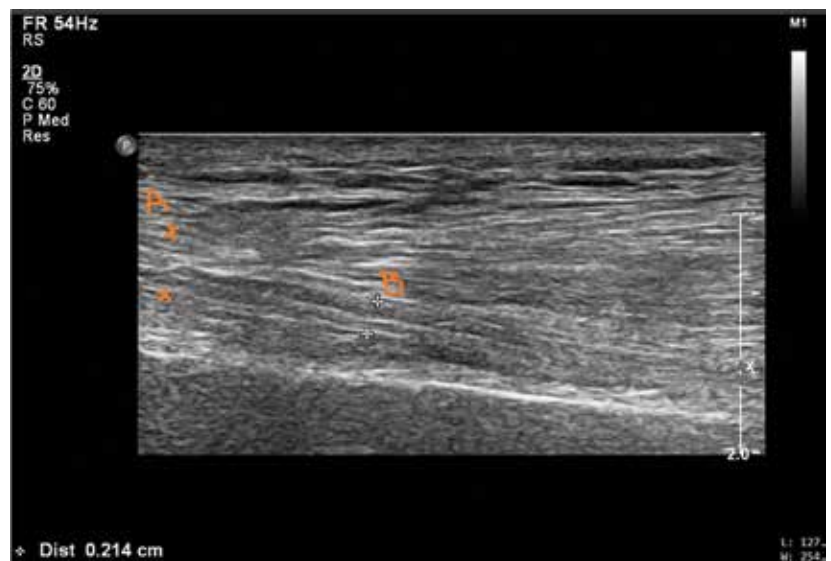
Малоберцовый нерв на уровне фибулярного канала (А и В – ход нерва, В – сужение малоберцового нерва на выходе из фибулярного канала) (УЗИ)
